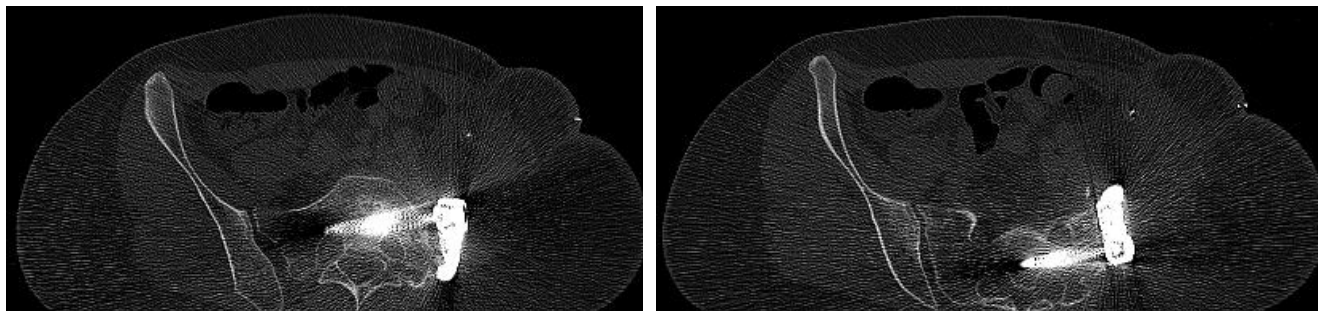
КТ-контроль корректности установки фиксирующих элементов индивидуального импланта костей после реэндопротезирования
